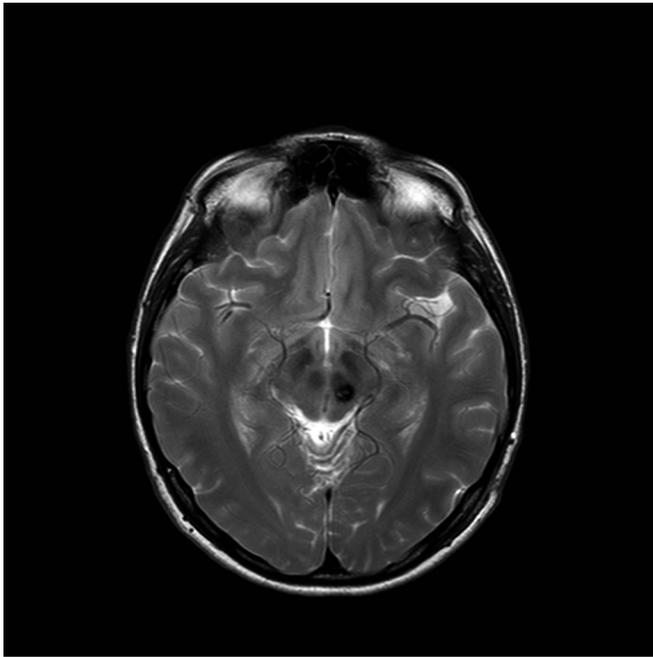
Resonancia magnética cerebral que muestra lesión hipointensa en tronco cerebral diagnóstica de cavernoma.
